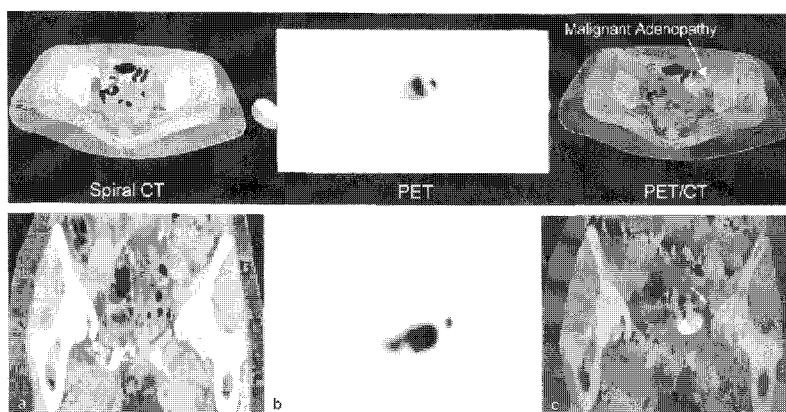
Transverse and coronal views of PET/CT scan in a patient with adenocarcinoma of the fallopian tube. PET image alone was insufficient for malignancy due to potential urinary excretion artifact. But, the PET/CT image localized a focus of abnormal FDG uptake in the region of the left obturator lymph node separated from the ureter. The lymph node was removed and confirmed as malignancy. (Courtesy of Dr. Meltzer from University of Pittsburgh)
